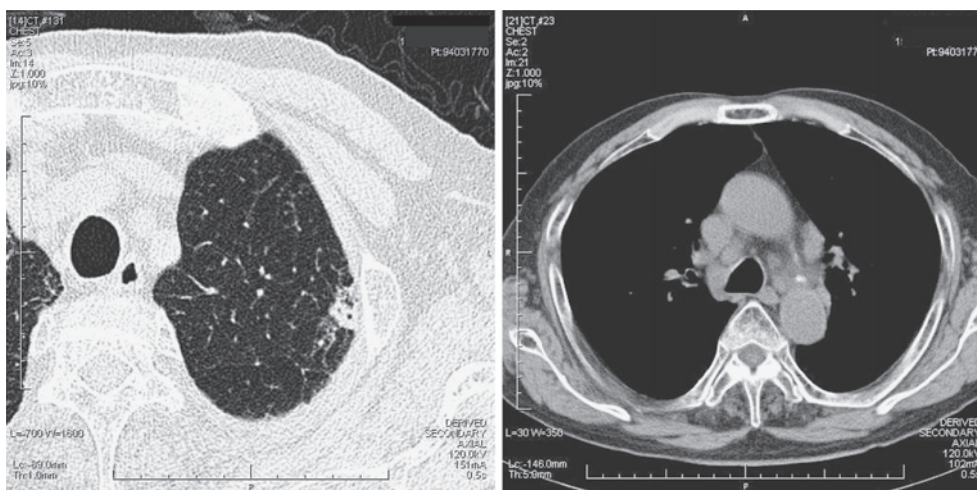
Chest CT shows a pulmonary nodule in the left upper lobe and swollen mediastinal lymph nodes at the first visit.
